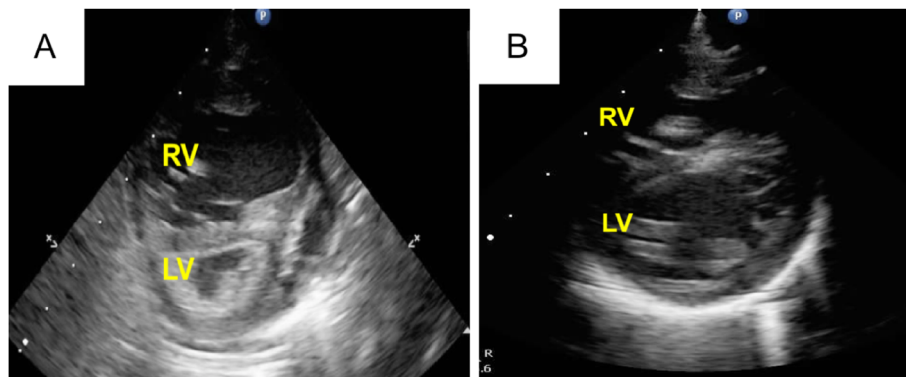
Preoperative (A) and postoperative (B) echocardiography in case 1
